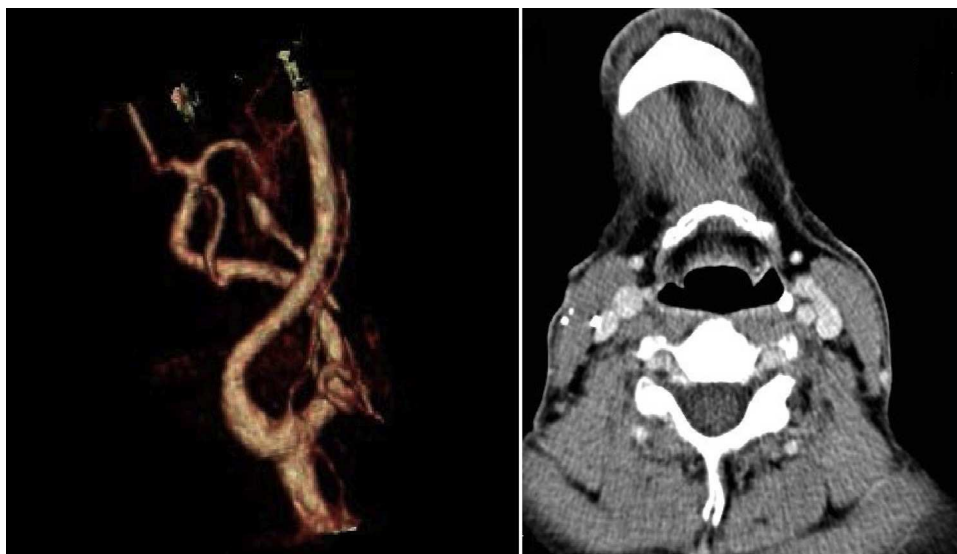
Angio-TC cervical. Corte axial en lado izquierdo y su reconstrucción en 3D en lado derecho donde se demuestran cambios posquirúrgicos en carótida común derecha. Todos los vasos del territorio carotídeo y vertebral se ven permeables y de calibre normal.
